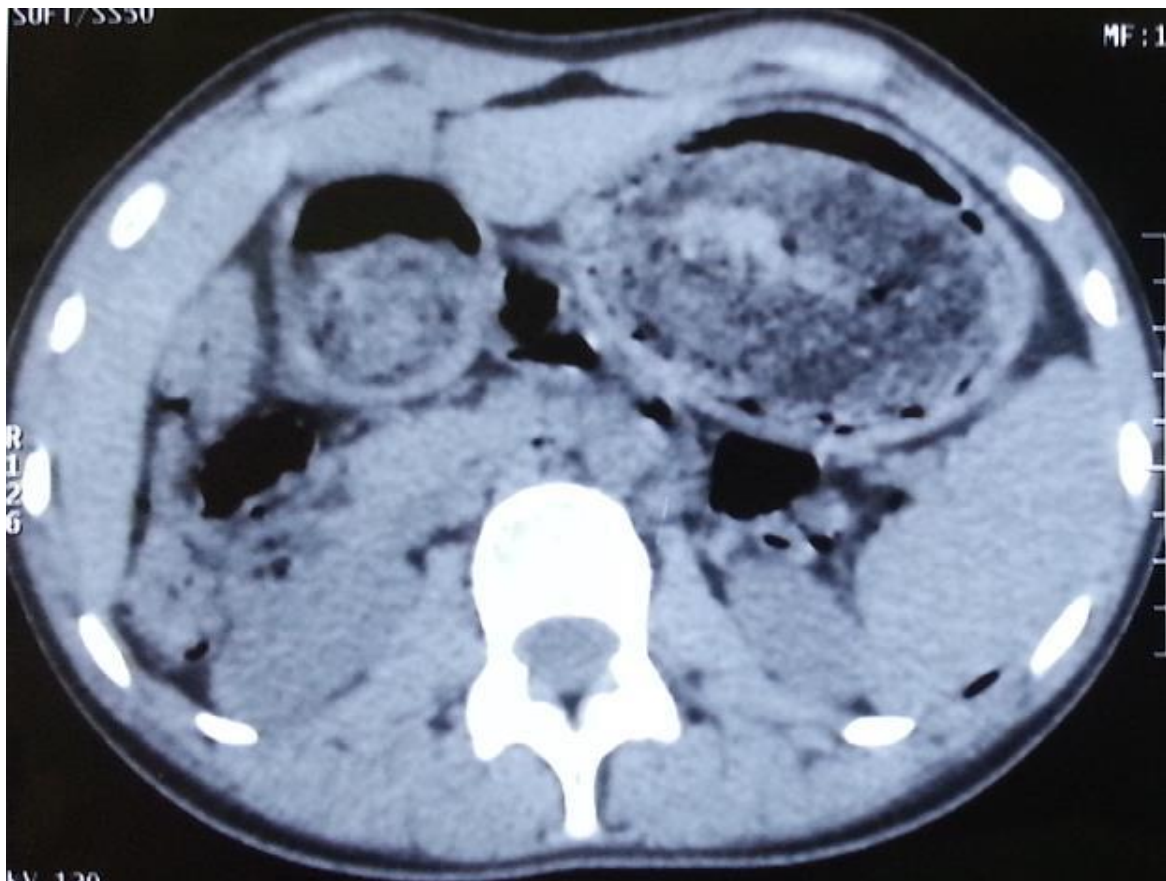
coupe axiale de la TDM montrant le TB gastrique et duodénal (64)
